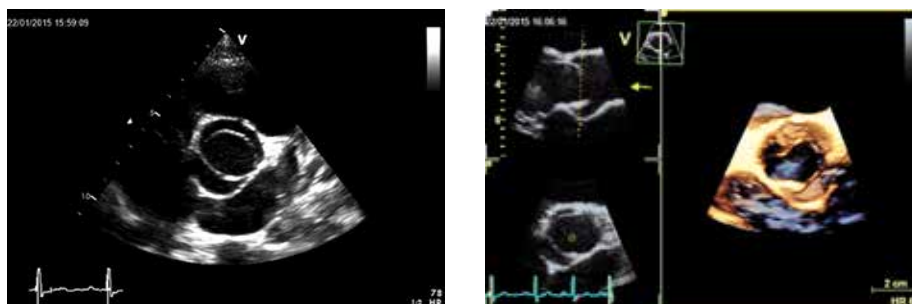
/b: Valve aortique bicuspidienne (échocardiographie 2D et 3D, vue sur la valve)
